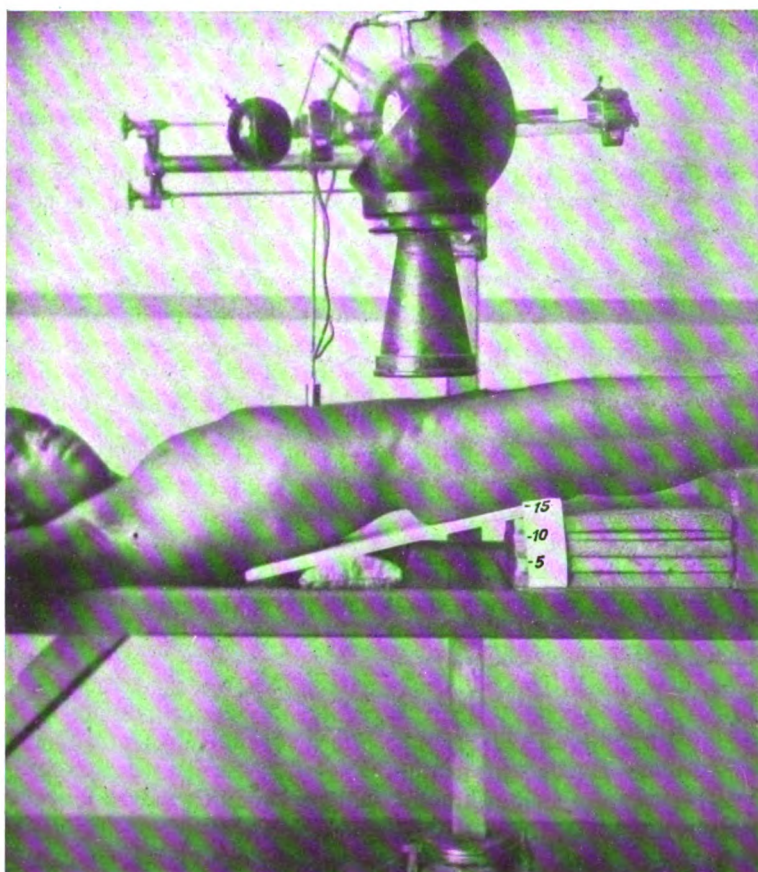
Radiographie de la V^e vertèbre lombaire. — Position du sujet, de la plaque et de l'ampoule.
